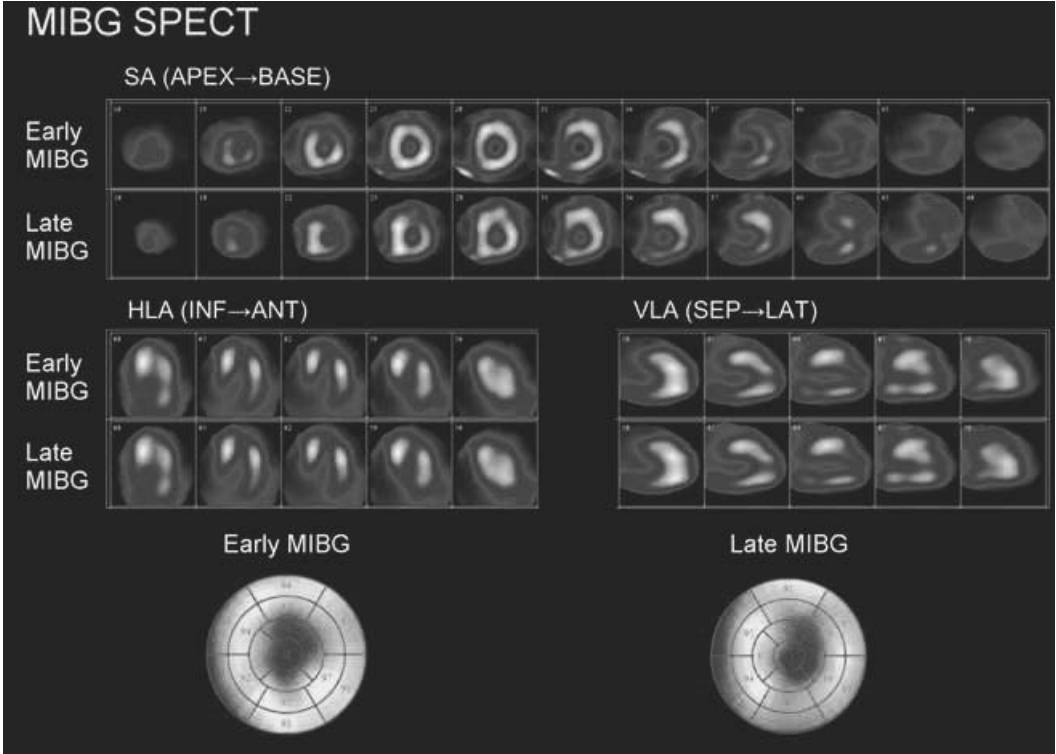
Le immagini ¹²³I-MIBG SPECT in asse corto (SA), asse orizzontale (HLA), asse lungo verticale (VLA) e il “bull’s-eye” mostrano un deficit di perfusione irreversibile dell’apice.
